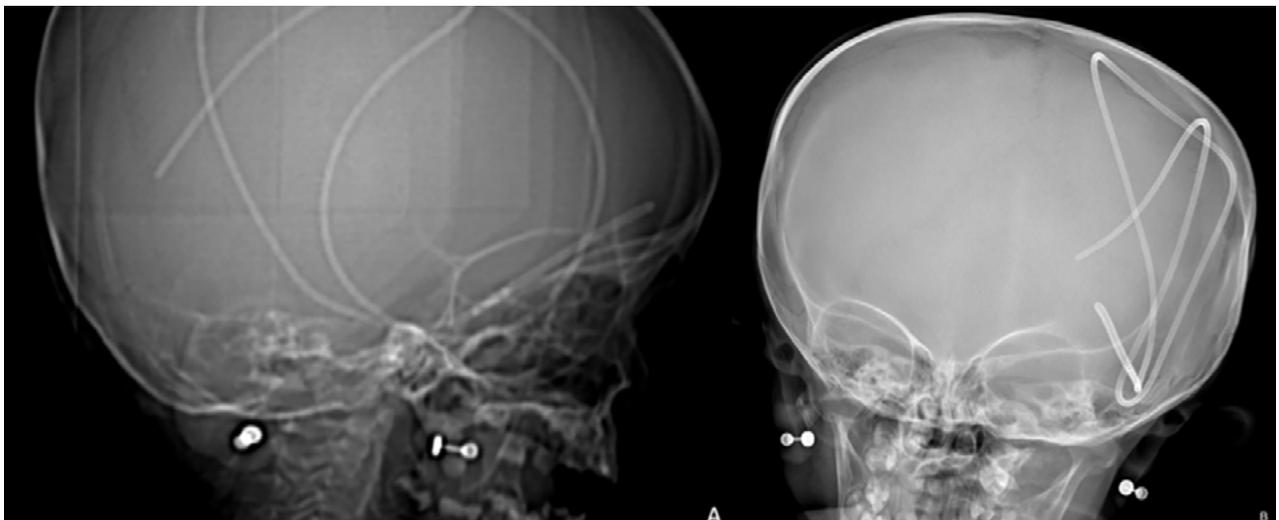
Radiografía de cráneo en vista lateral (A) y anteroposterior (B). Se observa el catéter de derivación subduroperitoneal en localización intracraneana completa luego de ocurrir la migración cefálica.
